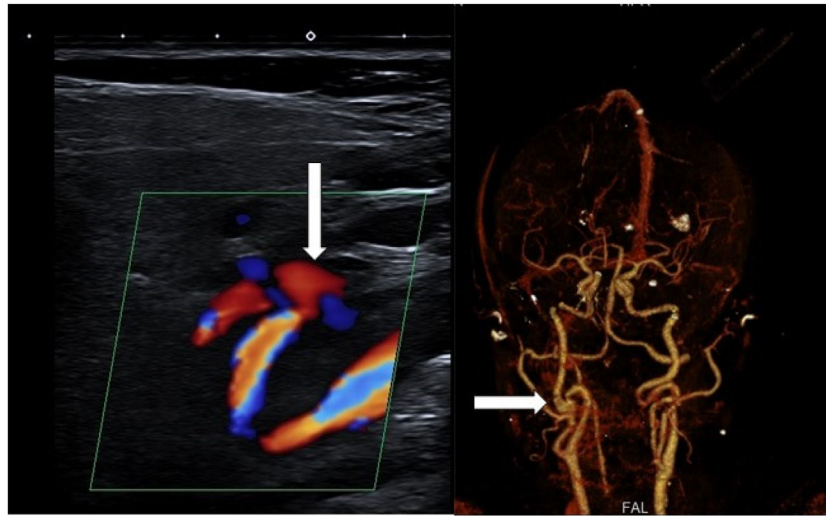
Ecografía dúplex y reconstrucción de angio-TC en la que se aprecia la imagen de aneurisma disecante en paciente con antecedentes de disección de la arteria carótida interna derecha.
